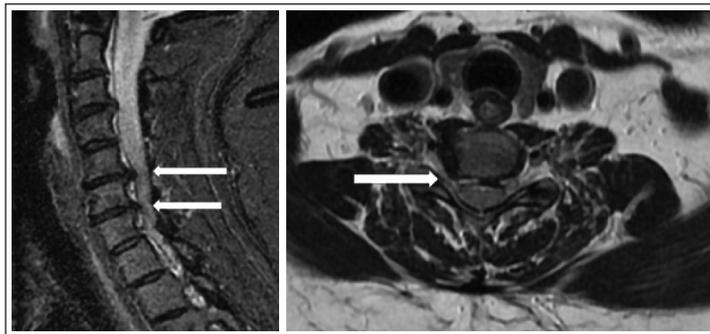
МРТ ШОП пациентки Р., 45 лет: дегенеративные изменения позвоночника, дискоостеофитный комплекс C_{III-IV} , грыжи дисков C_{V-VI} , C_{VI-VII} с возможной компрессией корешка C_{VI} справа
